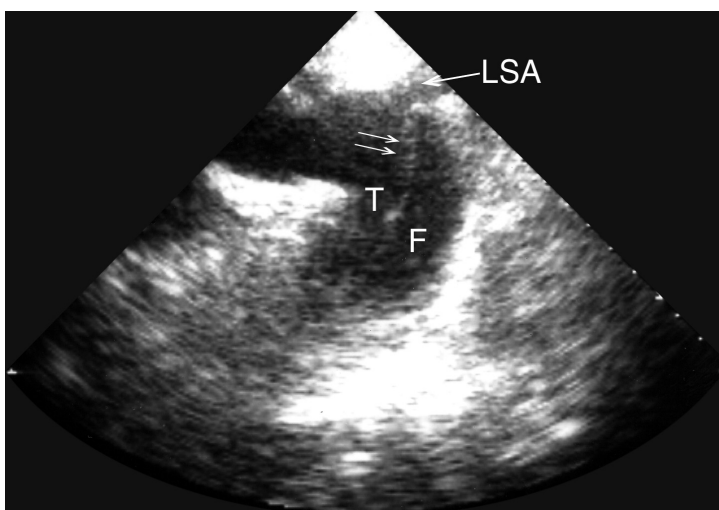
Расслаивающая аневризма аорты, супрастернальная длинная ось дуги аорты. Расслаивание произошло дистальнее левой подключичной артерии. Основным методом для диагностики расслаивающей аневризмы аорты (особенно нисходящей аорты) — чреспищеводная ЭхоКГ, но иногда диагноз можно поставить и при трансторакальном исследовании — с повышением разрешающей способности современных эхокардиографов такое стало случаться все чаще. F — ложный канал, LSA — левая подключичная артерия, T — истинный канал, двумя стрелками указана отслоившаяся интима.
